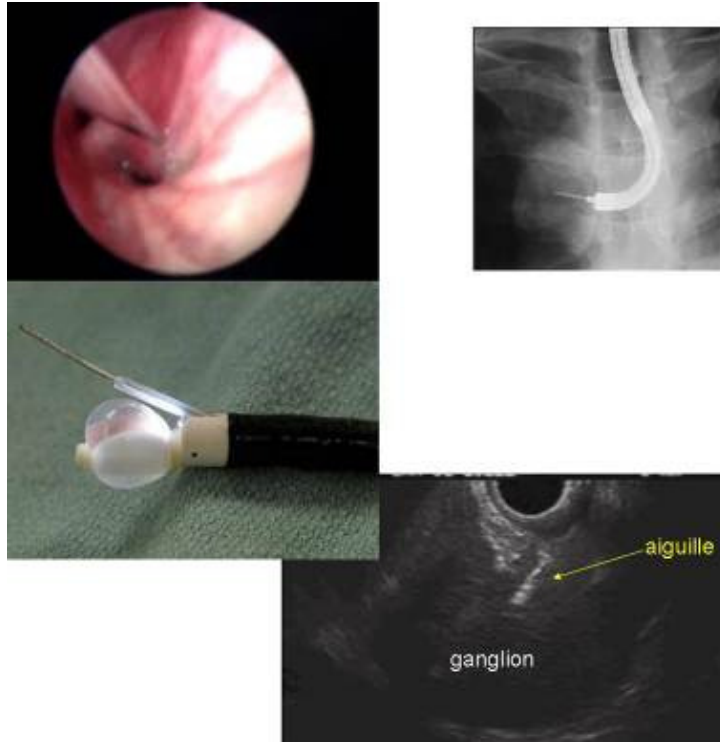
ponction à l'aiguille à l'aveugle (haut) des adénopathies au contact de la trachée ou sous guidage échographique (bas) par une sonde d'échographie située à l'extrémité de l'endoscope (écho-endoscopie bronchique)
